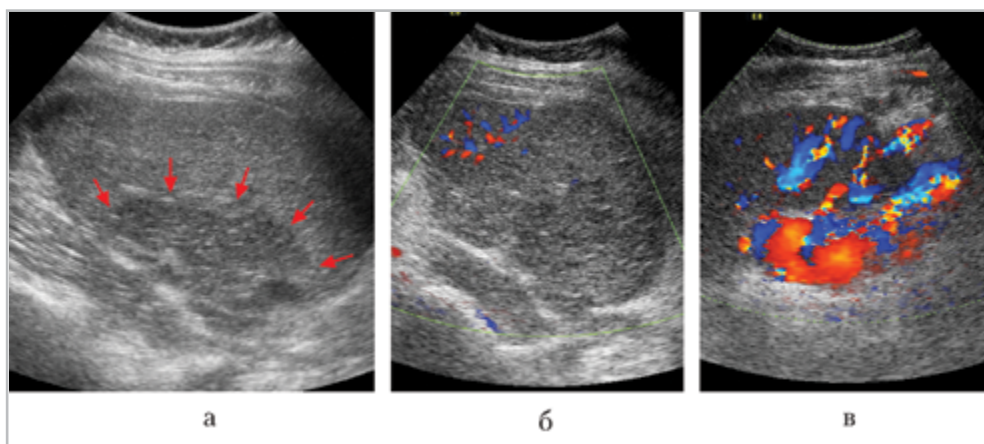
УЗИ после операции: *а* — продольное сканирование в В-режиме в левом подреберье: зона нарушения структурности паренхимы селезенки показана стрелками; *б* — цветное картирование кровотока: крупных размеров аваскулярная область в паренхиме селезенки; *в* — другой скан, цветное картирование кровотока; магистральные сосуды селезенки сохранены
